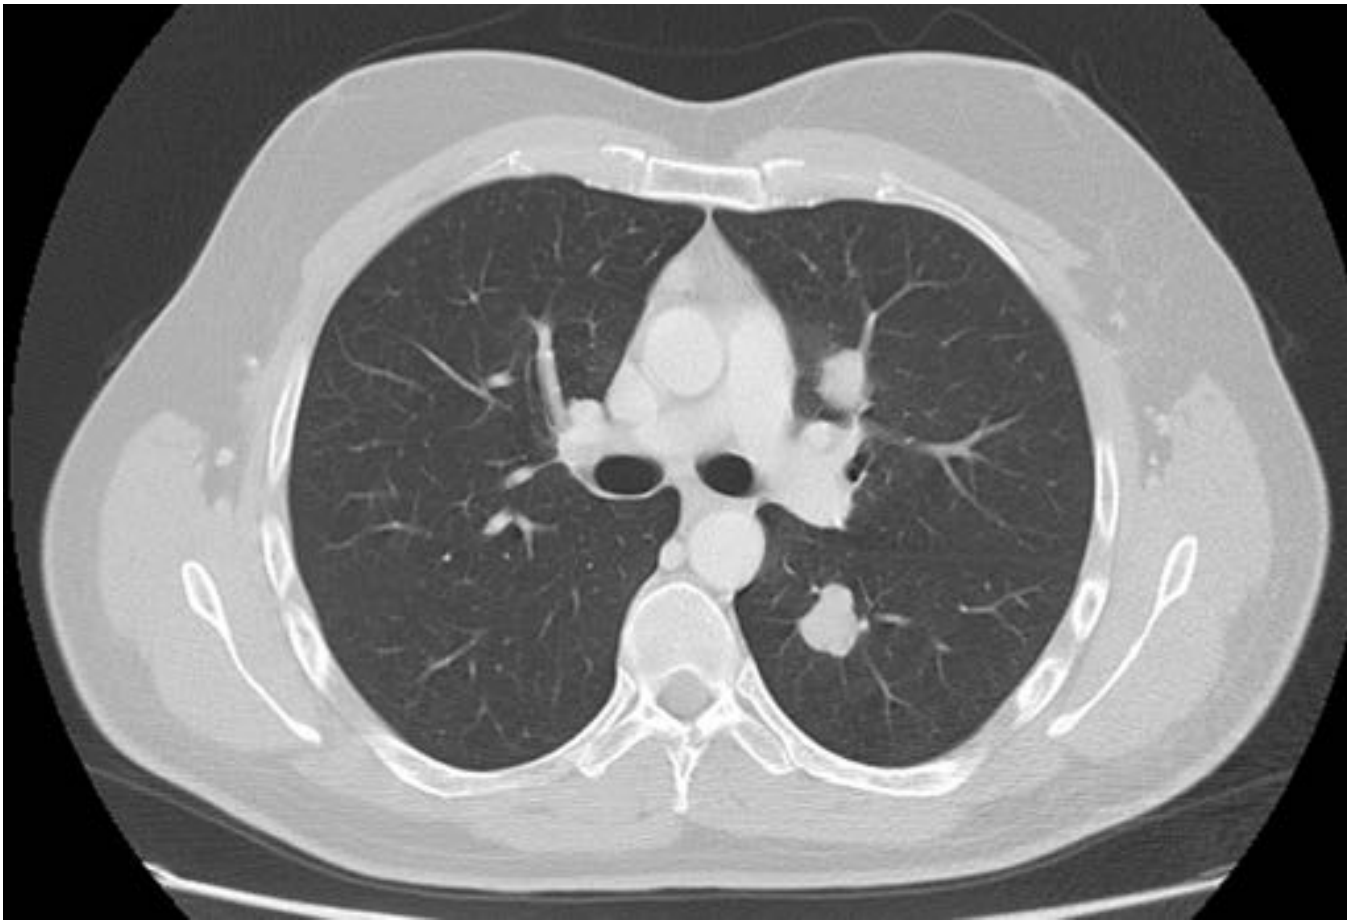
Corte axial de TC de tórax: Paciente con melanoma metastásico y múltiples imágenes nodulares en parénquimas pulmonares compatibles con metástasis.
